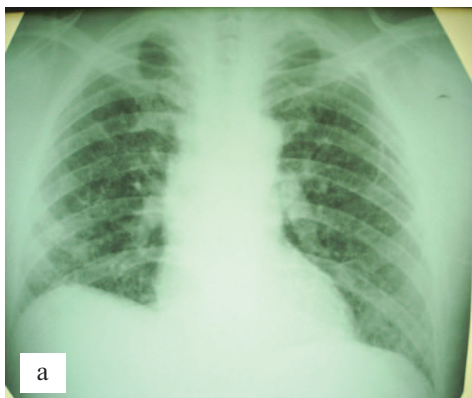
Рентгенограммы ОГК пациента К. 2005 г.: а – февраль; б – октябрь
